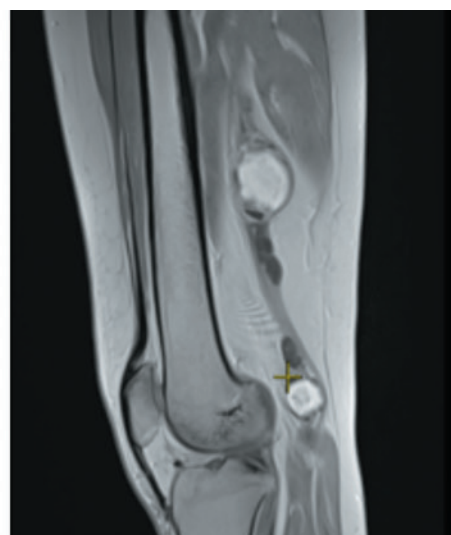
МРТ T2-ВИ, сагиттальная проекция
